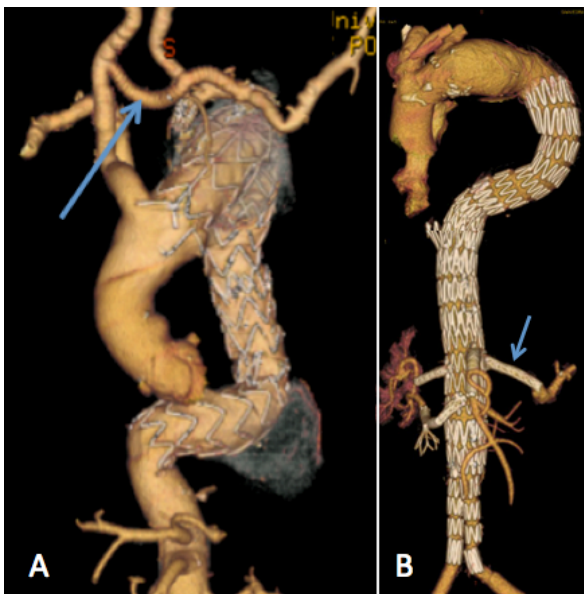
A. TC con reconstrucción tridimensional de la aorta torácica. Control de 5 años post tratamiento híbrido de AAT del arco y aorta descendente. Se observa puente “extra-anatómico” desde la carótida derecha a los vasos supra-aórticos izquierdos (flecha). B. TC con reconstrucción tridimensional de la aorta tóraco-abdominal, post tratamiento endovascular, con ramas para las arterias viscerales (flecha).
